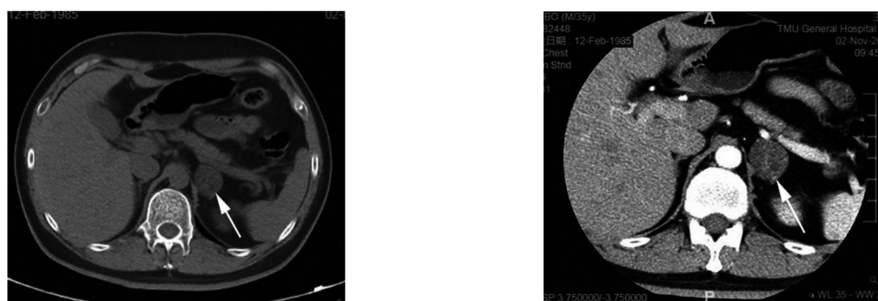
肾上腺 CT 平扫加强(箭头所指为左侧肾上腺区占位)
